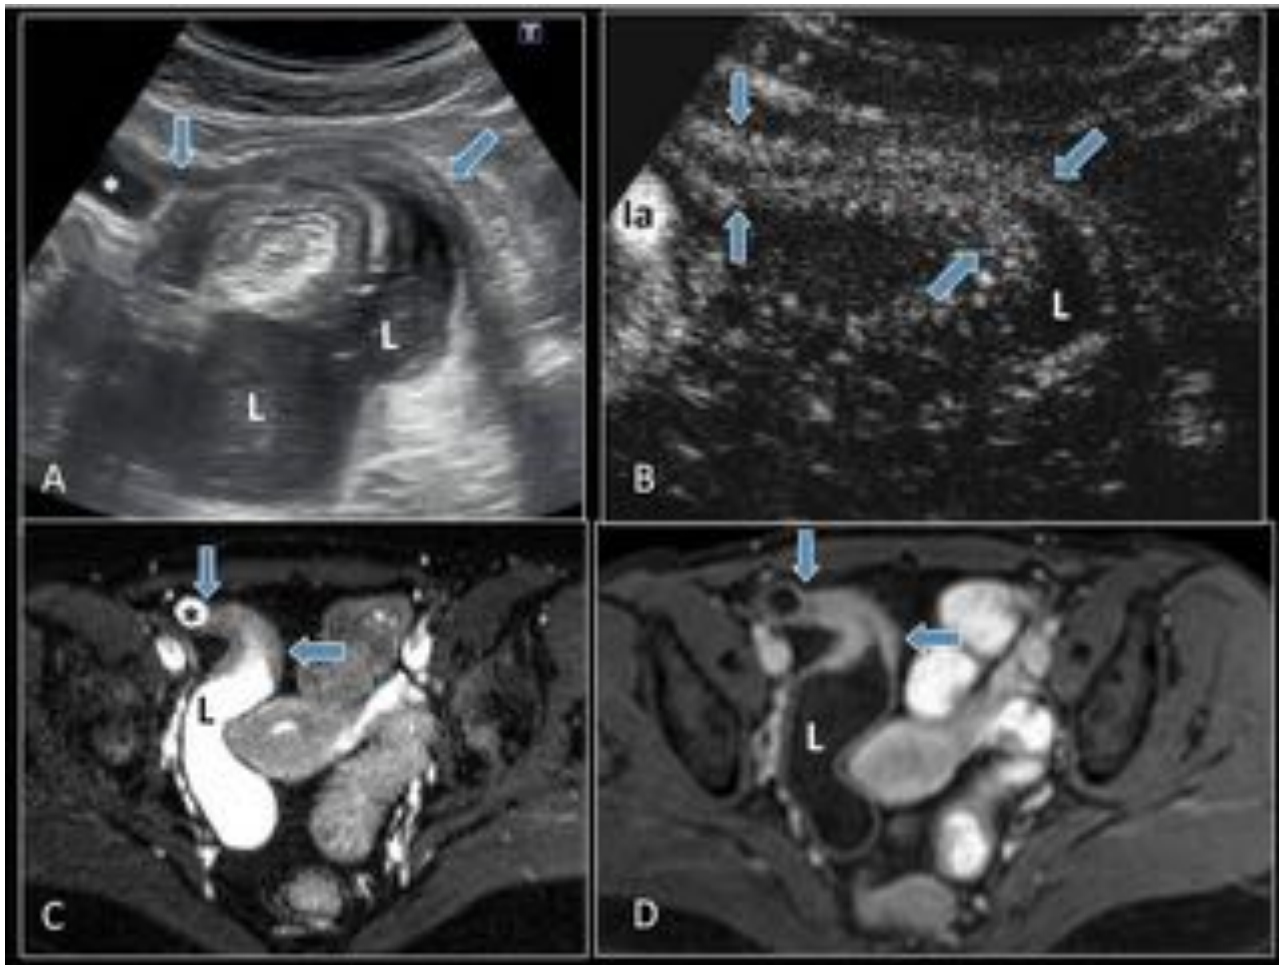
Estenosis de bajo grado. Engrosamiento de un segmento corto de pared intestinal con estrechamiento luminal persistente (flechas). Correspondiente imagen de RM axial 3D ponderada en T1 con saturación grasa que muestra realce parietal.
